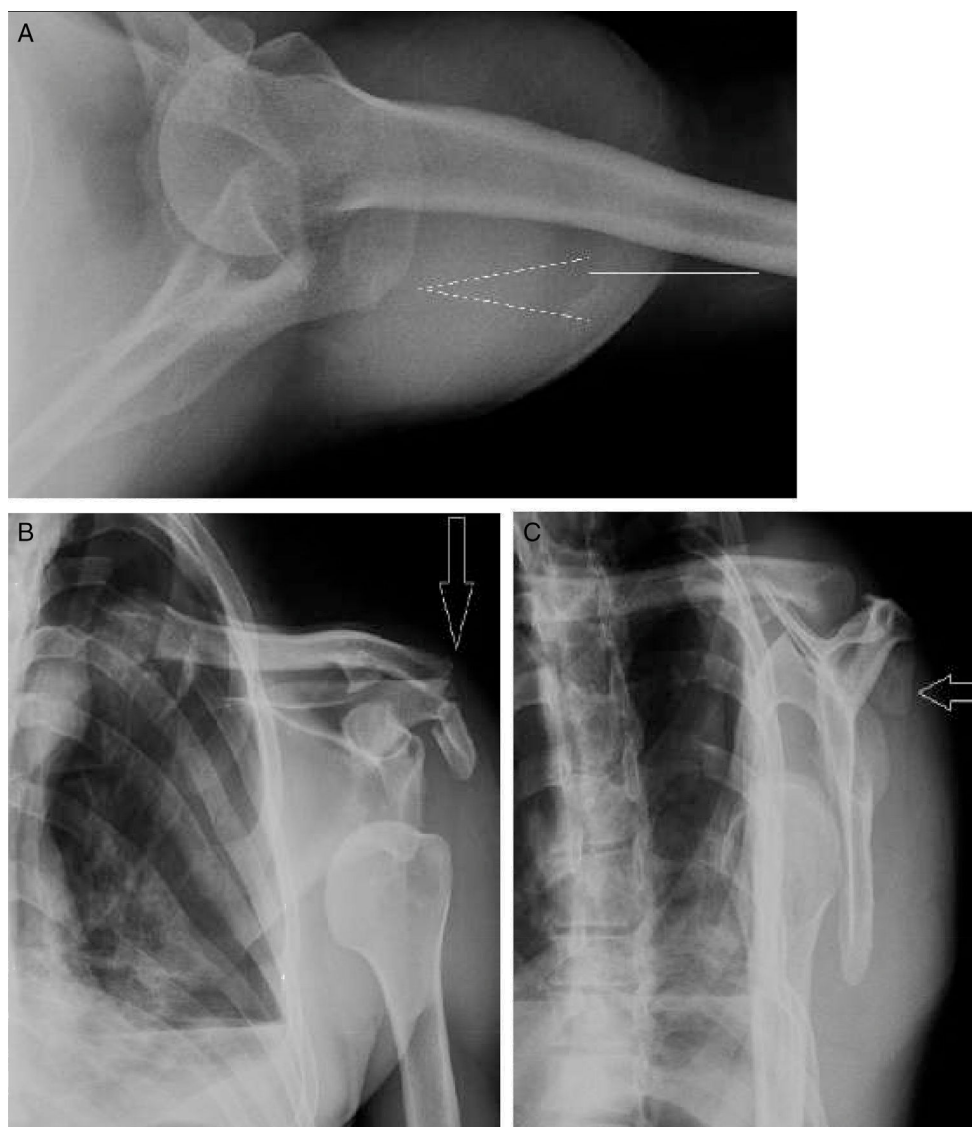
Radiografías iniciales con evidencia de luxación anterior del hombro y fractura desplazada del acromion (flecha). Proyección axilar (A), anteroposterior del hombro (B) y lateral de escápula (C).
